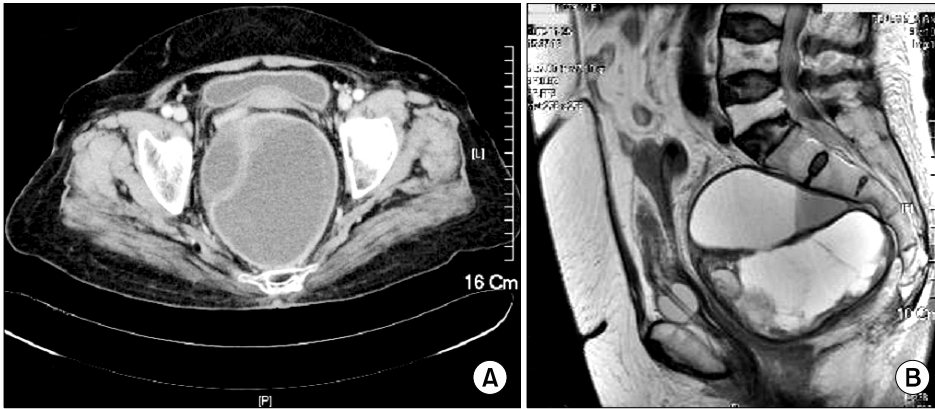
(A) Axial contrast-enhanced computed tomography through the pelvis shows a 10x10cm-sized, well-capsulated cystic mass compressing the bladder and rectum. (B) Sagittal T2-weighted image reveals a multi-septated heterogenous hyperintense mass of the pelvic cavity located on the anterior side of the sacrum.
